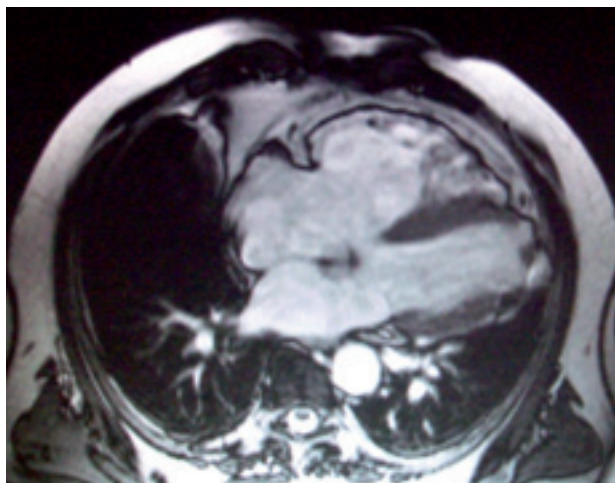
Imagen de resonancia magnética nuclear de un paciente con displasia arritmogénica del ventrículo derecho, donde característicamente se observan un ventrículo derecho muy dilatado y una sustitución del músculo cardíaco por fibrosis y grasa.
